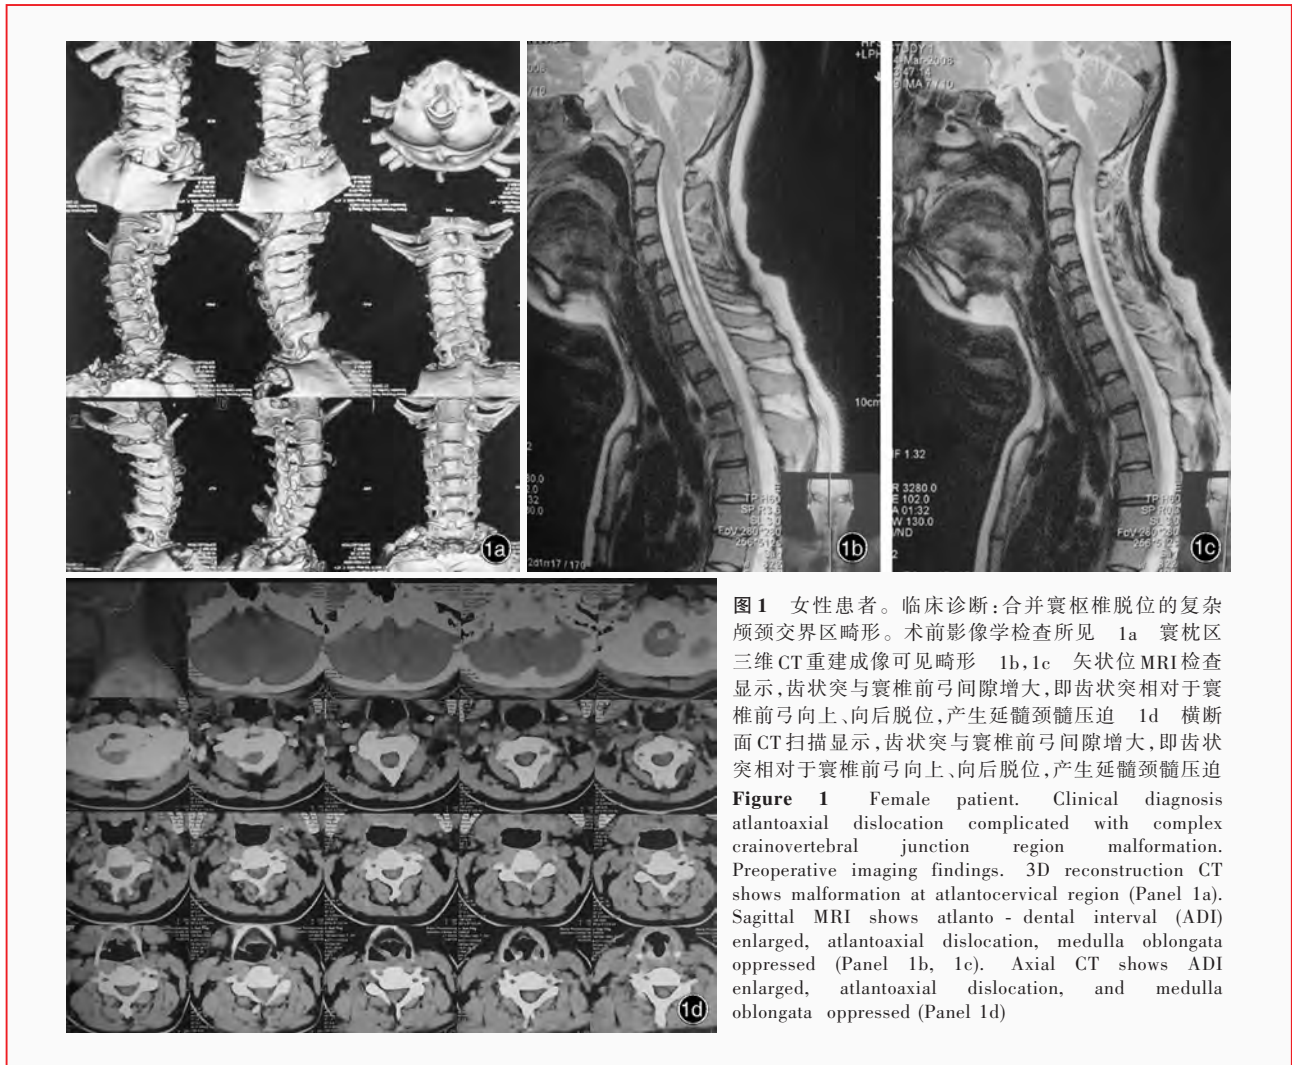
女性患者。临床诊断:合并寰枢椎脱位的复杂颅颈交界区畸形。术前影像学检查所见 1a 寰枢椎三维CT重建成像可见畸形 1b,1c 矢状位MRI检查显示,齿状突与寰椎前弓间隙增大,即齿状突相对于寰椎前弓向上、向后脱位,产生延髓颈髓压迫 1d 横断面CT扫描显示,齿状突与寰椎前弓间隙增大,即齿状突相对于寰椎前弓向上、向后脱位,产生延髓颈髓压迫
